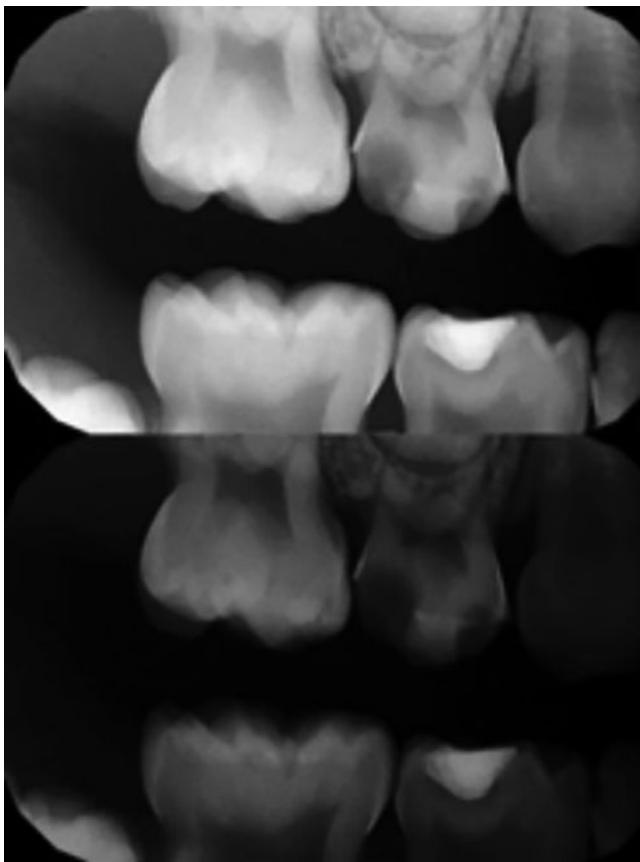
Radiografía bitewing con manipulación de la densidad y contraste.
